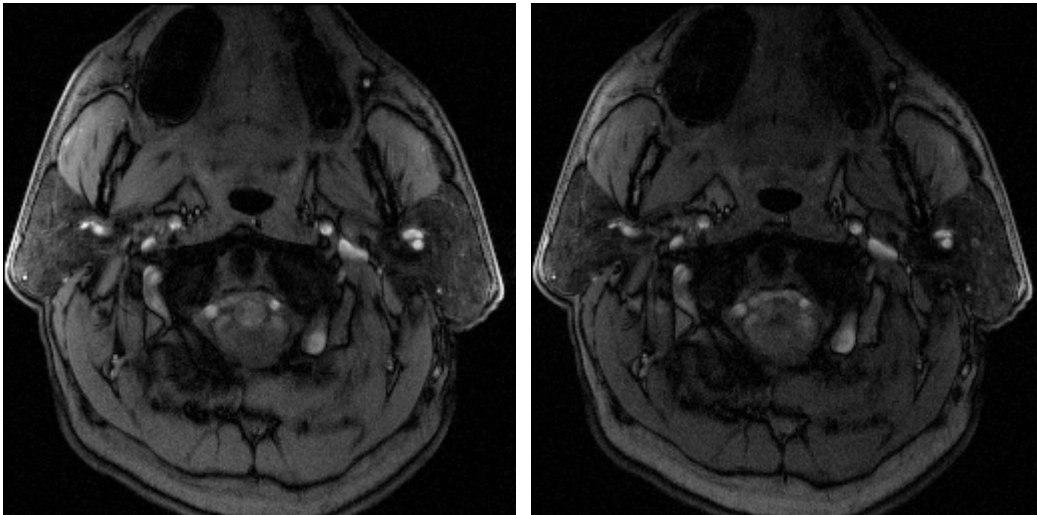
14 a und b Opposed- phase Aufnahmen der Gl. parotidea. Im rechten Bild ist aufgrund des Magnetisierungstransfers die Signalintensität herabgesetzt, der durch den 1 kHz-off-Resonanz-HF-Impuls bedingt wird.
